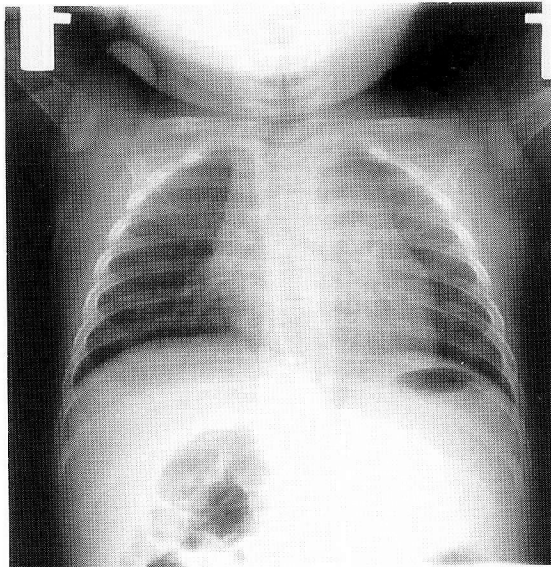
This three-year-old girl had immediate contact with pulmonary tuberculosis father. Chest radiographs obtained at first medical contact investigation (1a), and at the second investigation two months later demonstrating bilateral hilar lymphadenopathy (1b).
